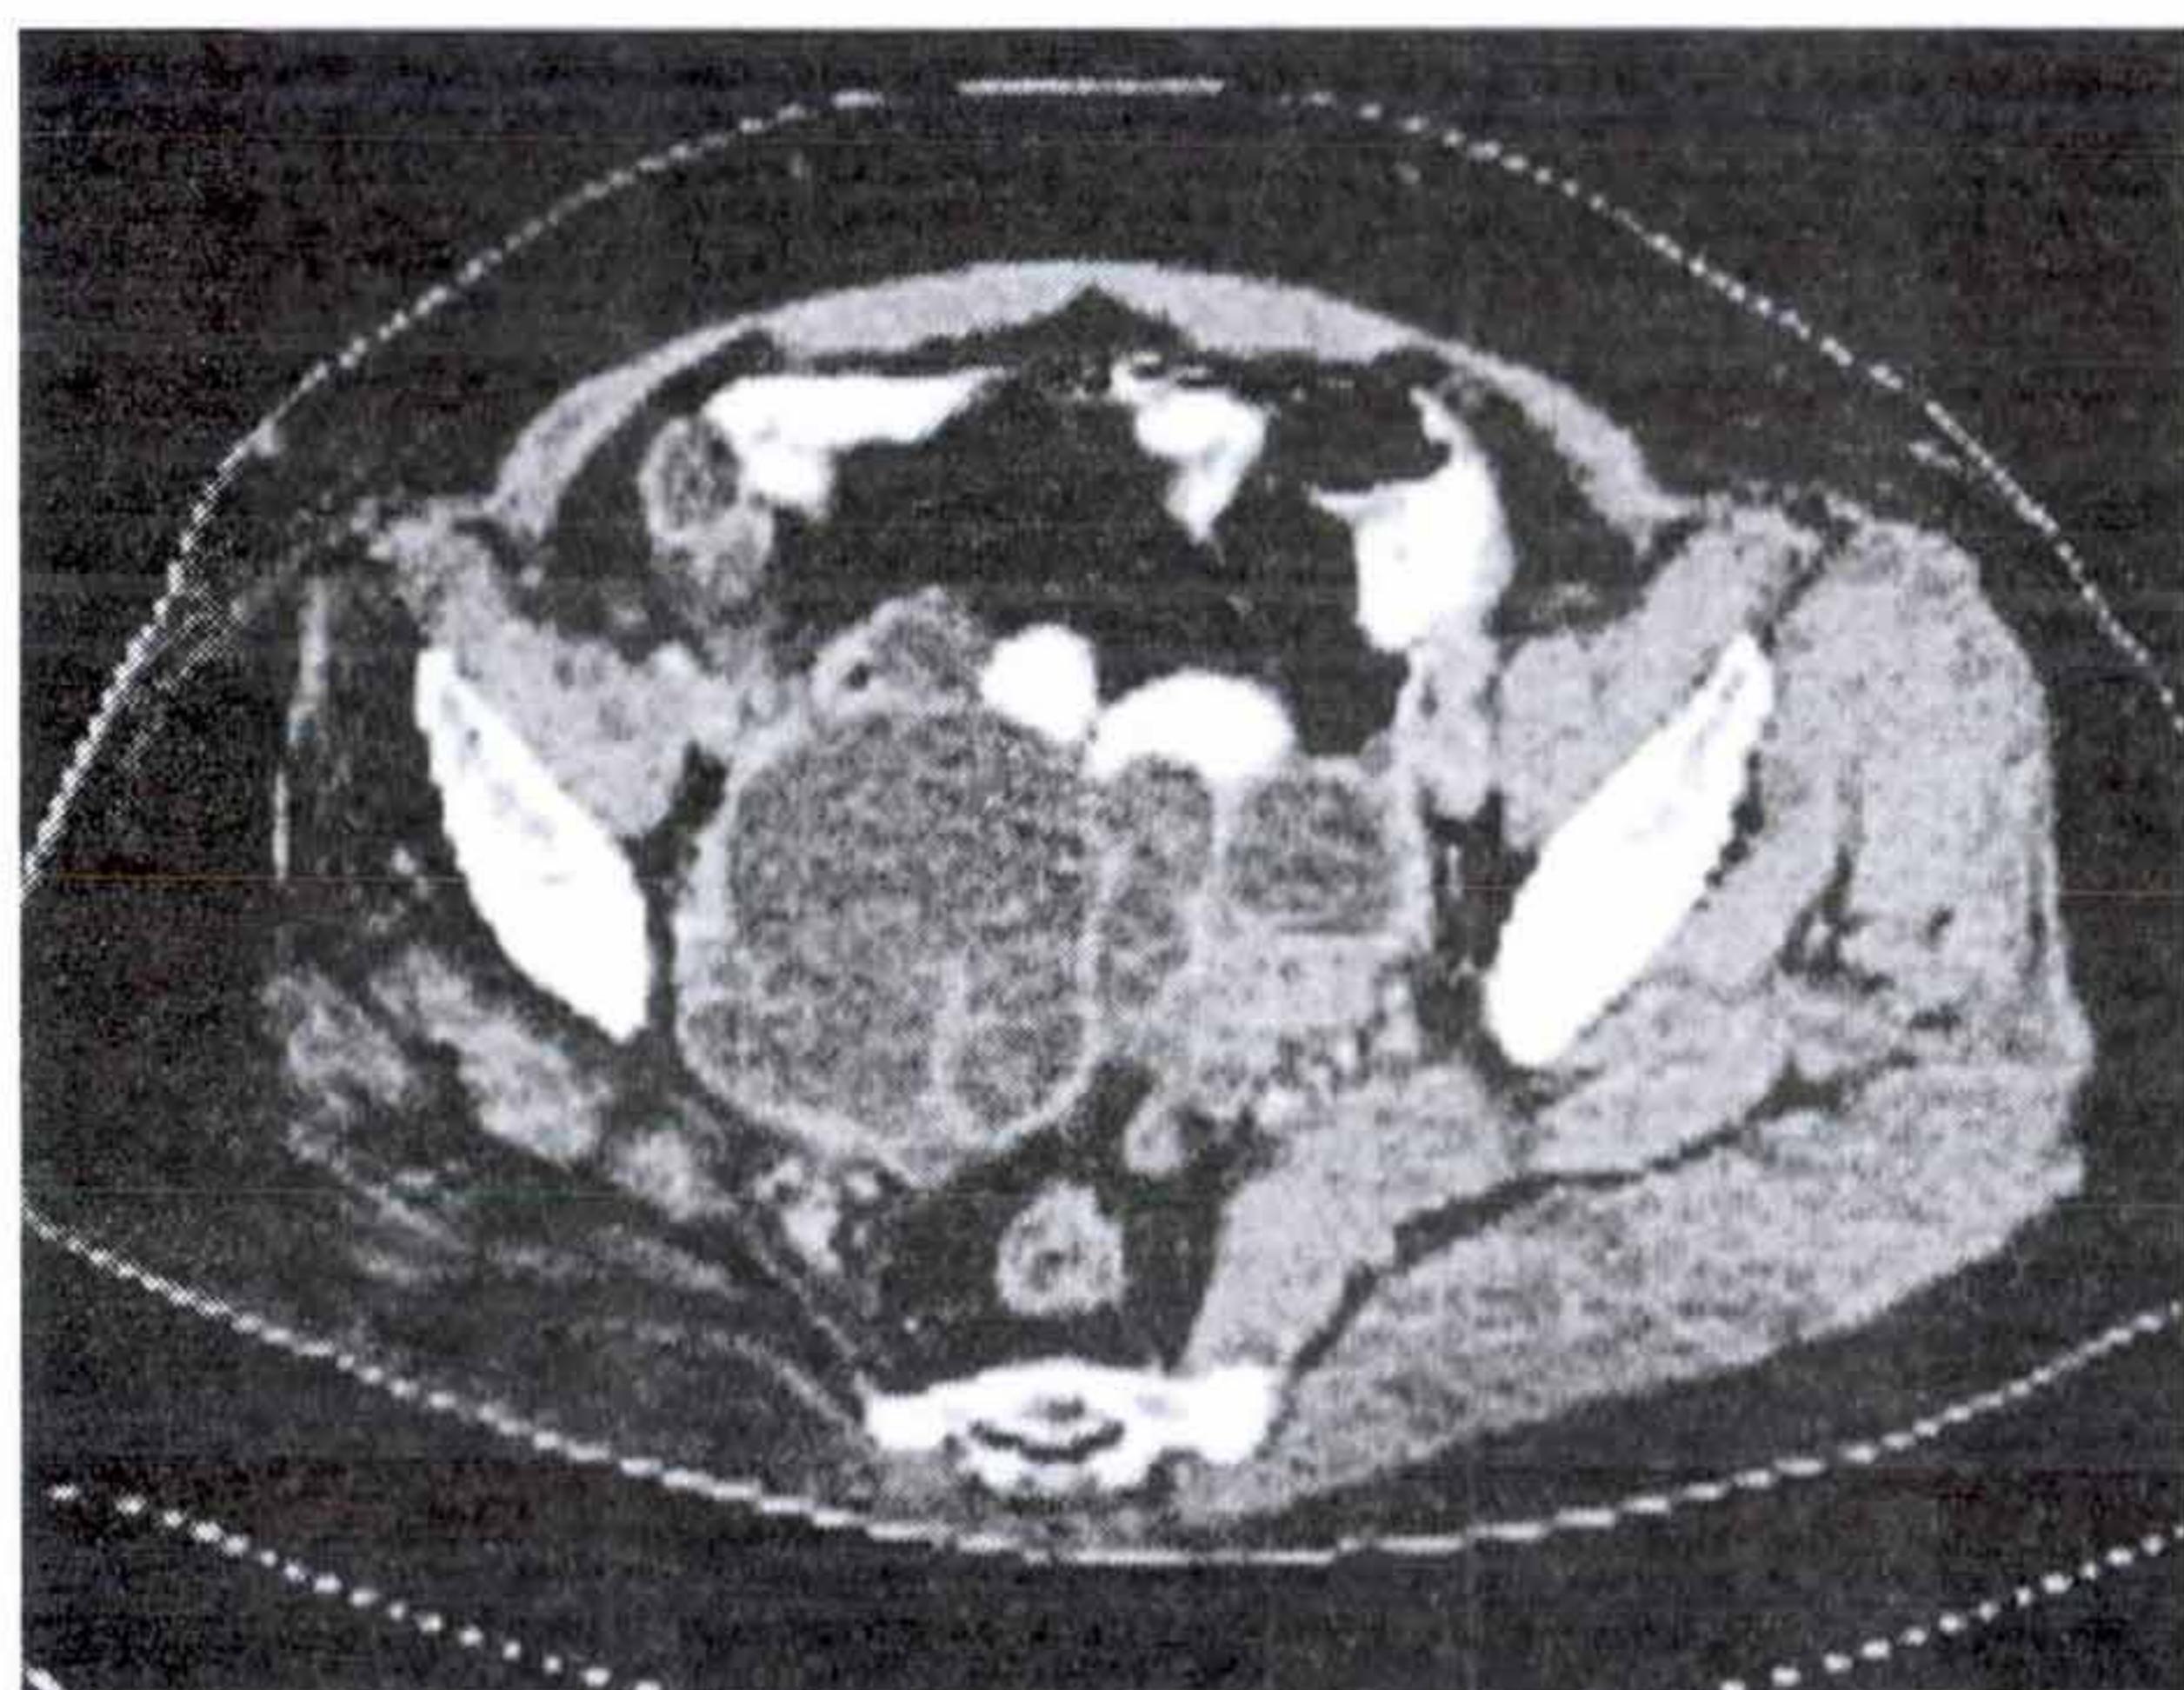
Pelvic CT showing 11 x 6 cm sized multiple, ill-defined and thin septa mass in the both ovarian site of pelvic cavity. Ascites is also accompanied.
